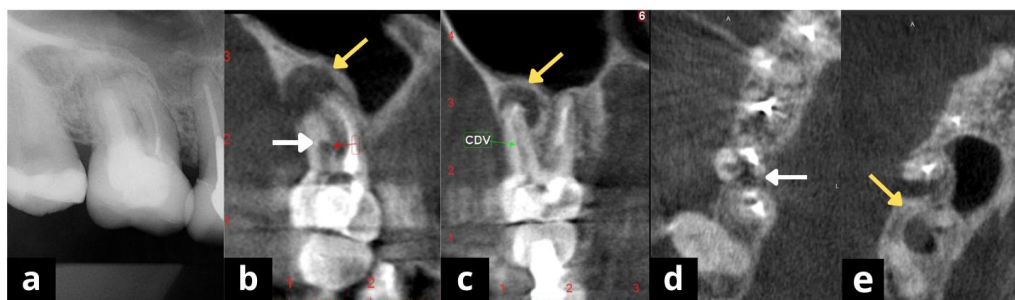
Caso 1 - Radiografia inicial periapical (a) e cortes tomográficos sagital (b), coronal (c) e axial (d, e).
